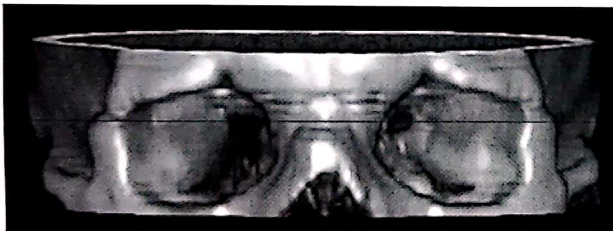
R.N., 40 ani. Hematom intraorbital retrobulbar infero-medial OD. CT-scan 3D, Osirix 3.3 platforma Macintosh.
